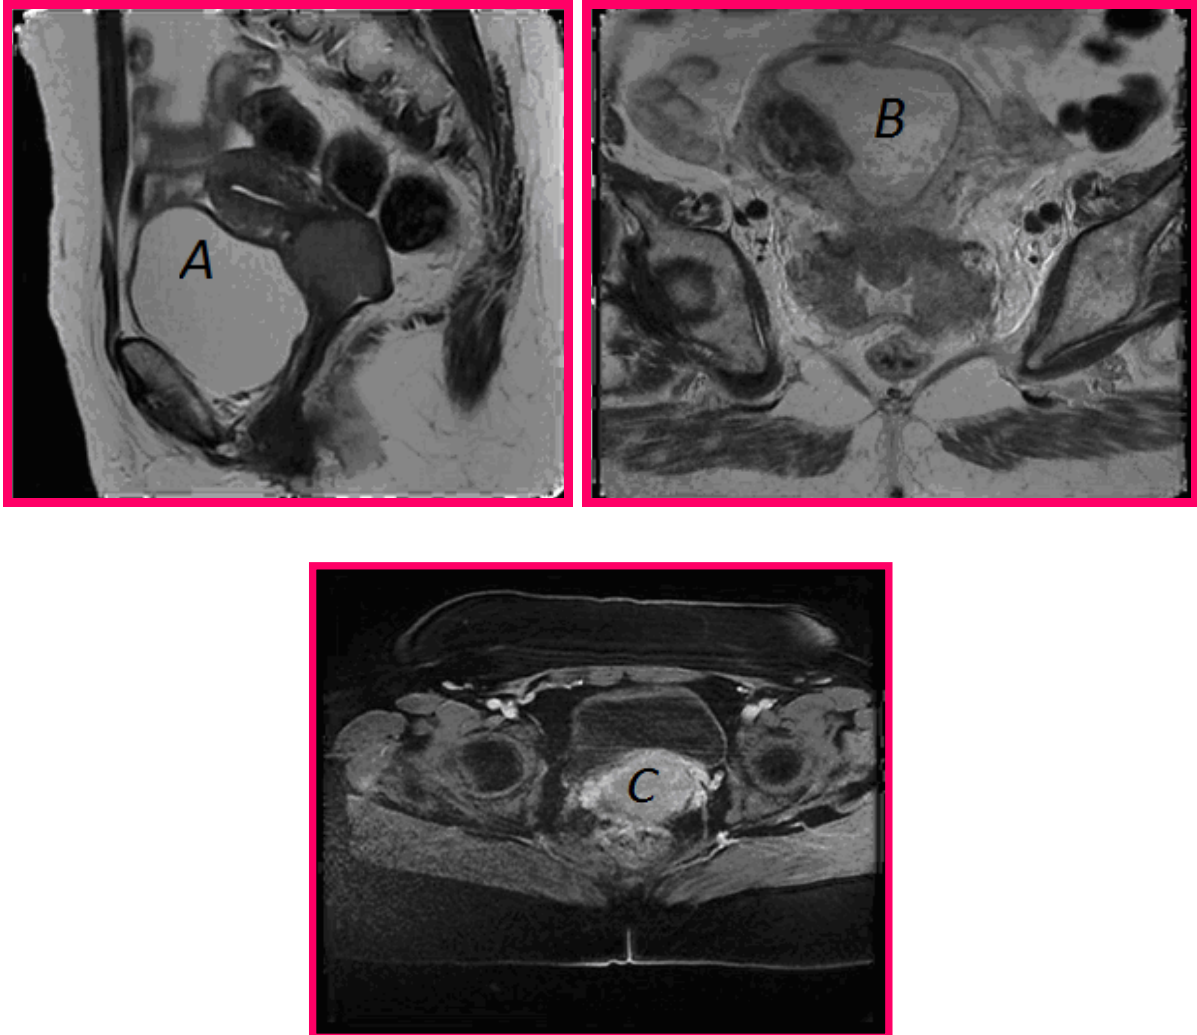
IRM en pondération T2 (patientes différentes) en coupes sagittale (A), axiale (B) et en pondération T1 C+ coupe axiale (C). Taille tumorale. Tumeur du col utérin mesurant dans le plus grand axe: (A). 30mm ; (B): 70mm ; (C): 58mm
